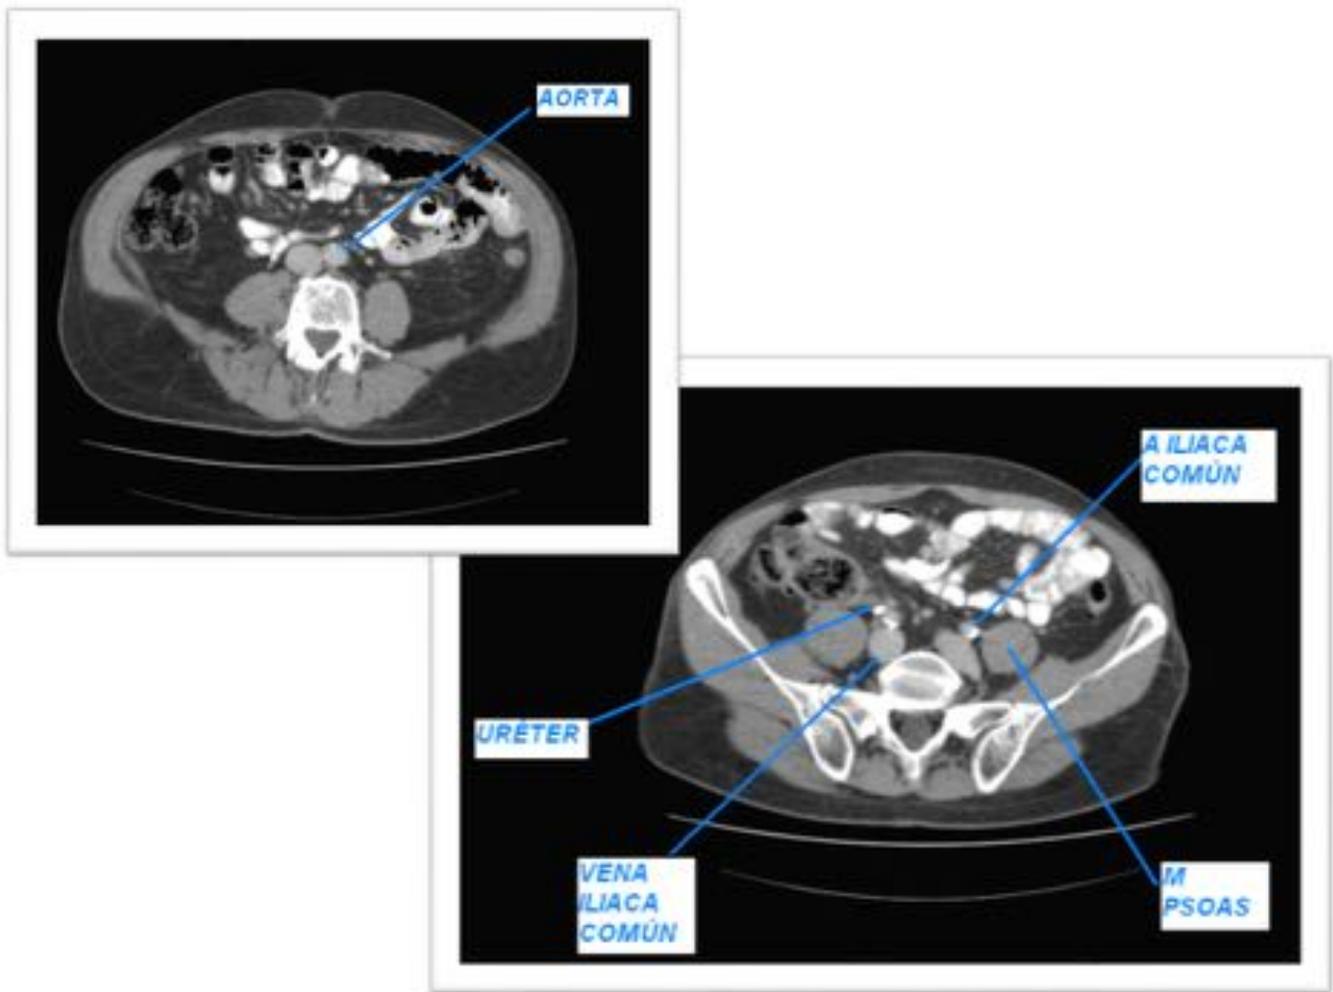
Imágenes axiales mediante TC de la situación de la arteria aorta y las arterias y venas ilíacas comunes.
